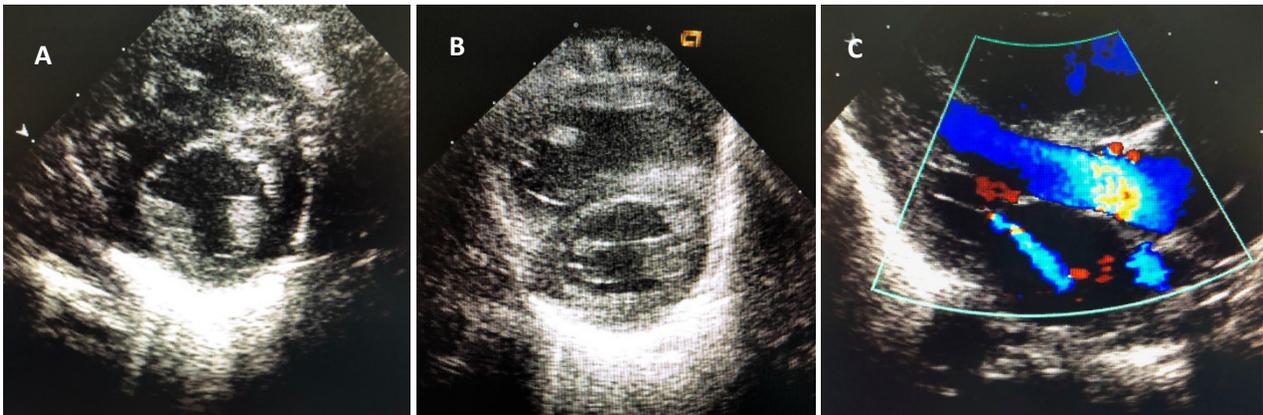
Ecocardiograma – (A) Hipertrofia ligeira do ventrículo esquerdo; (B) Dilatação do ventrículo direito; (C) Doppler cor revelando insuficiência mitral ligeira.
